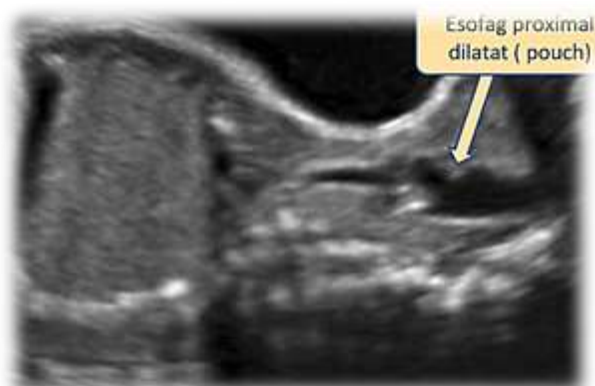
4. Imagine ecografică a esofagului proximal dilatat (*Pouch* sign) la un făt de 21 săptămâni și 3 zile cu atrezie esofagiană (arhivă personală)
